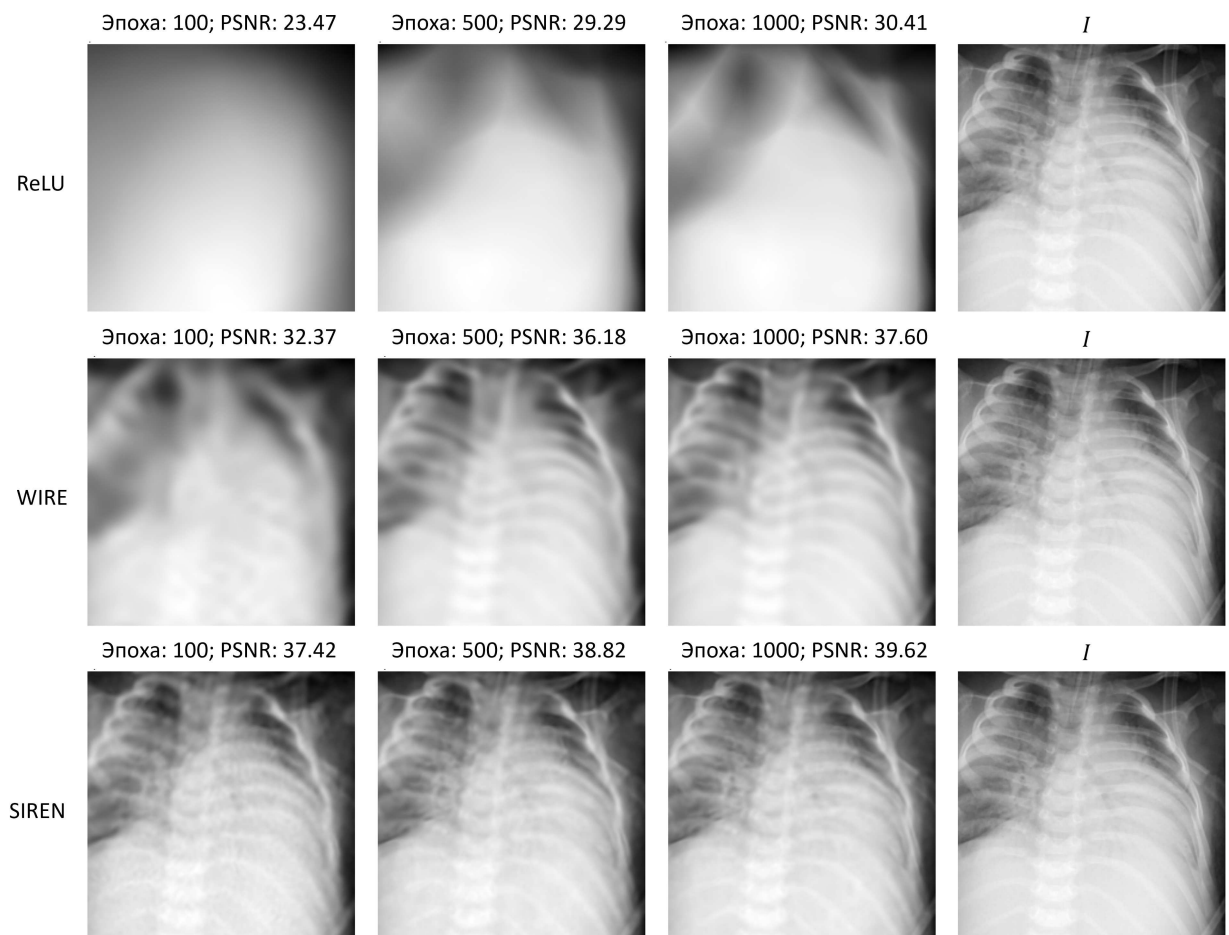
Примеры восстановления изображения рентгеновского снимка грудной клетки размера 224×224 тремя нейронными операторами, отличающимися видом нелинейности: ReLU, функции Габора (WIRE [63]), синусы (SIREN [62]). *I* – референсное изображение из набора данных PneumoniaMNIST [<https://medmnist.com/>].
